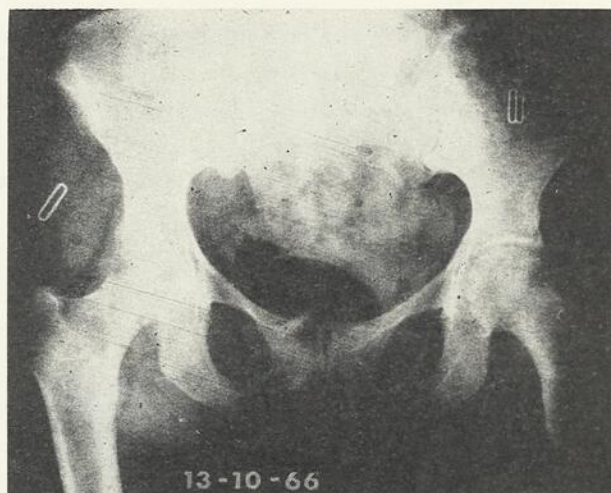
Radiographie du bassin, le 13 octobre 1966.
